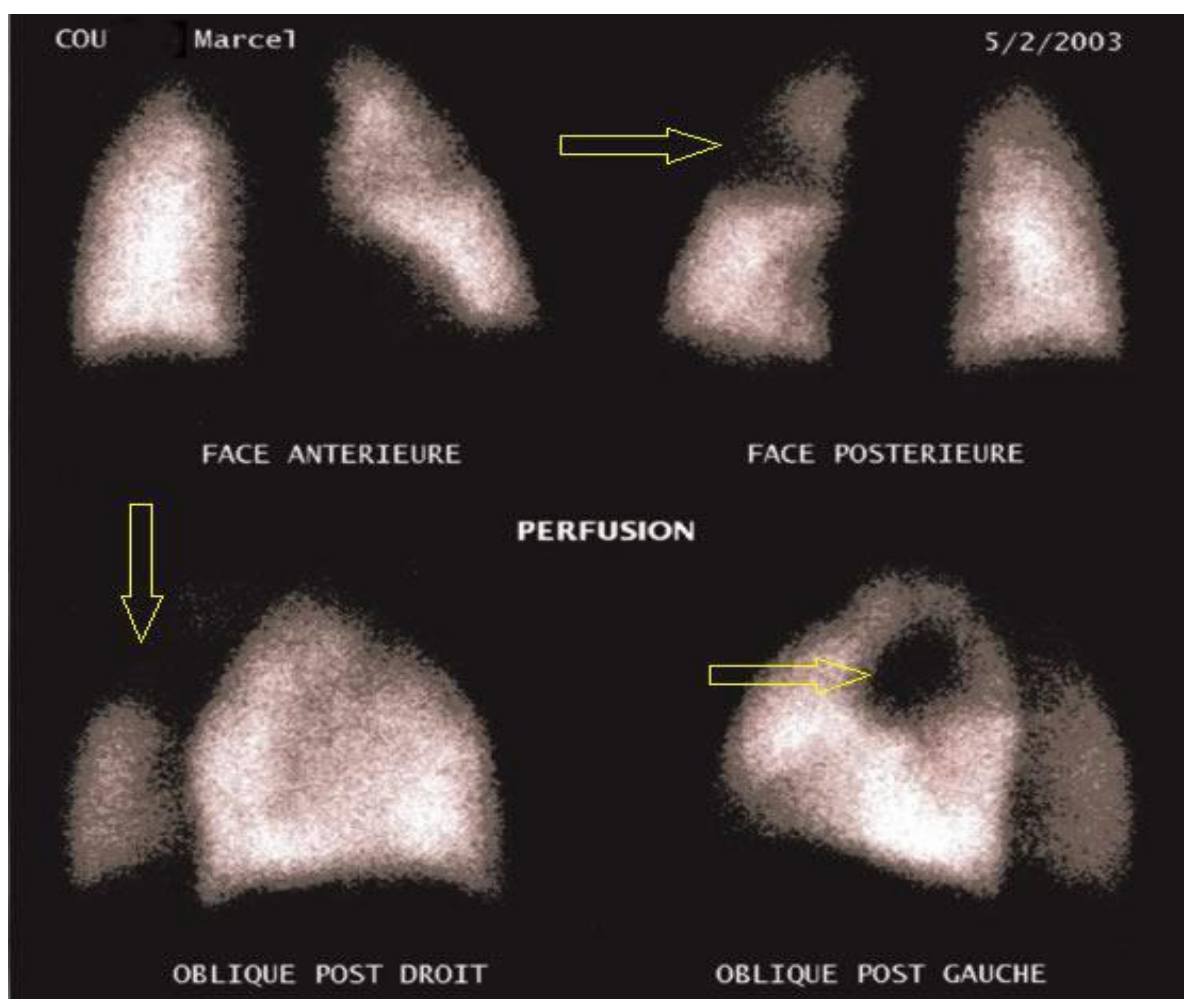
Défaut de perfusion à la scintigraphie pulmonaire[16].
